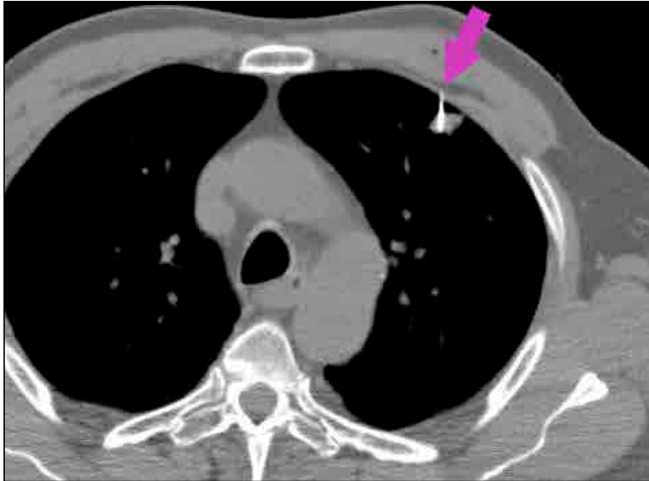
In the axial non-contrast thoracic CT section obtained during TTFNAB, the biopsy needle that was observed in the same horizontal section as the nodule was marked with an arrow.
